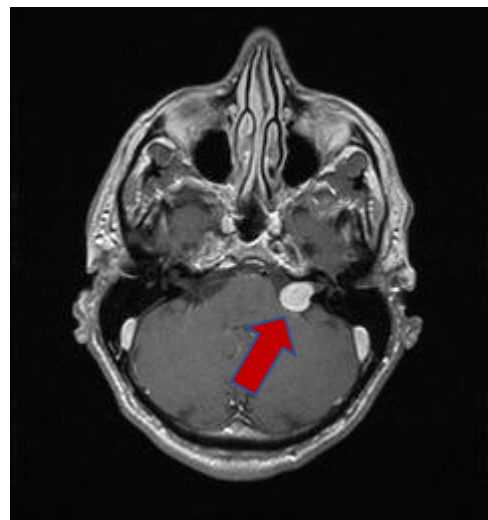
MRT-Befund: Vestibularisschwannom links (roter Pfeil)
